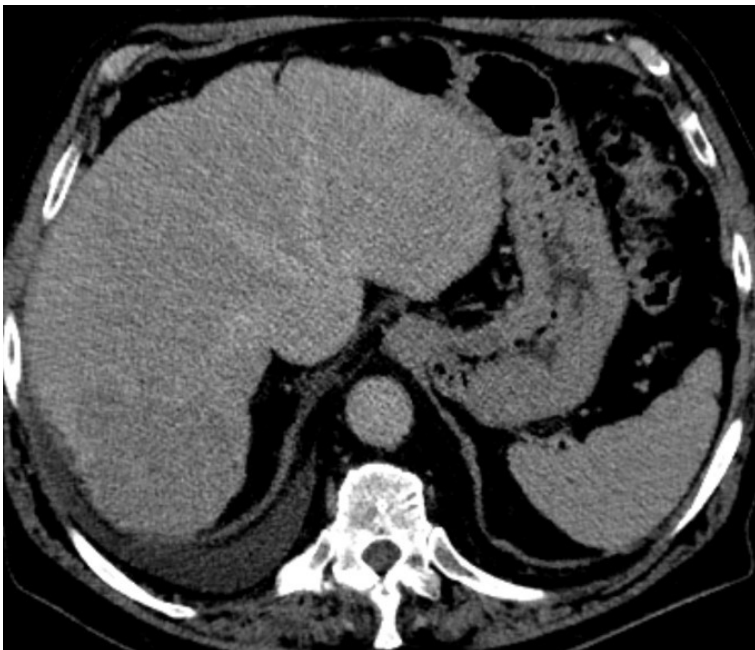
Wash-Out-Phänomen bei HCC im CT (zur Verfügung gestellt von Dr. med. Fabian Stöhr, Mainz)
